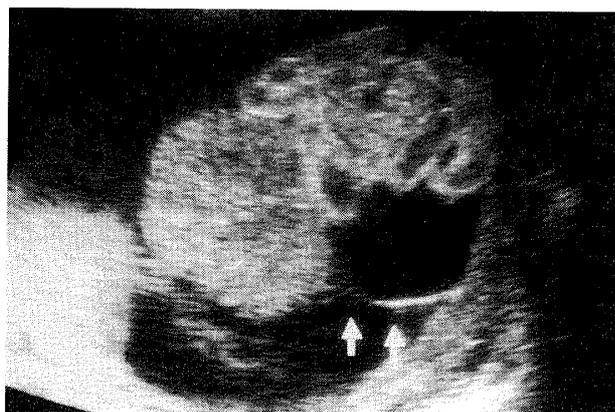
A transverse view of the fetal abdomen demonstrating a bag of herniation attached to the surface of the placenta (arrows) by the ultrasonography.
